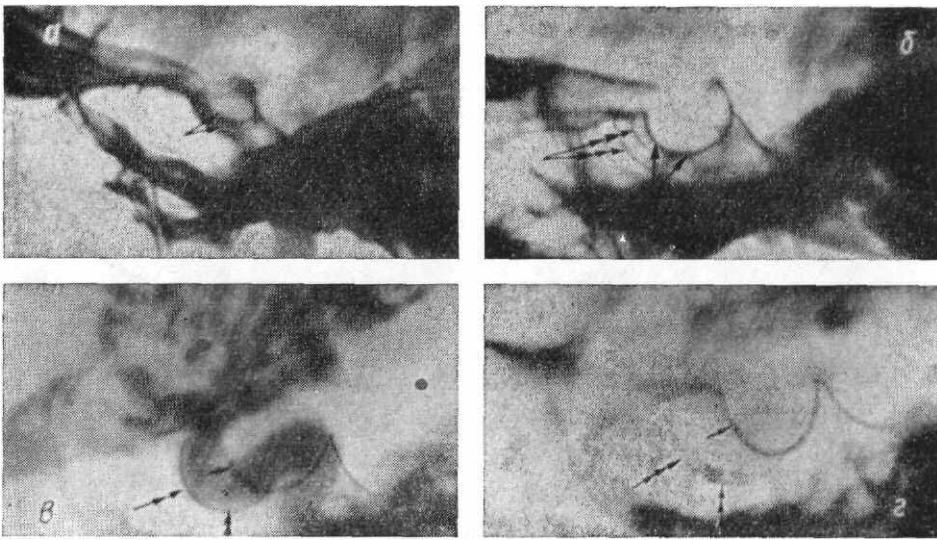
Фрагменты рентгенограмм черепа в боковой проекции.
